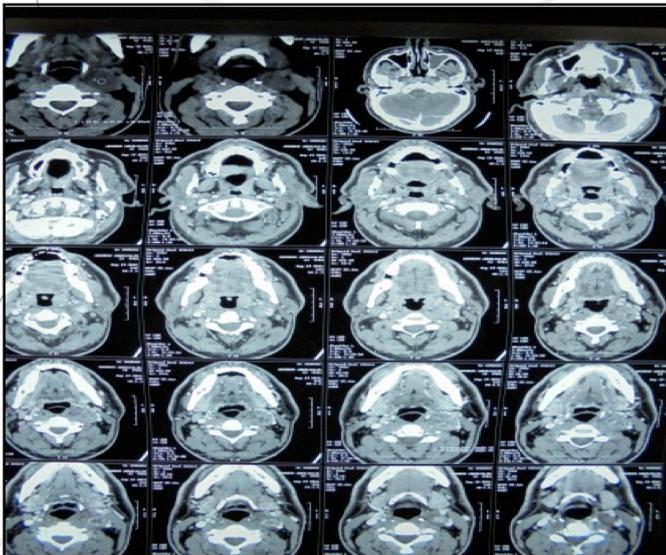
TDM cervicale avec injection en coupe axiale: Schwannome du nerf vague.
